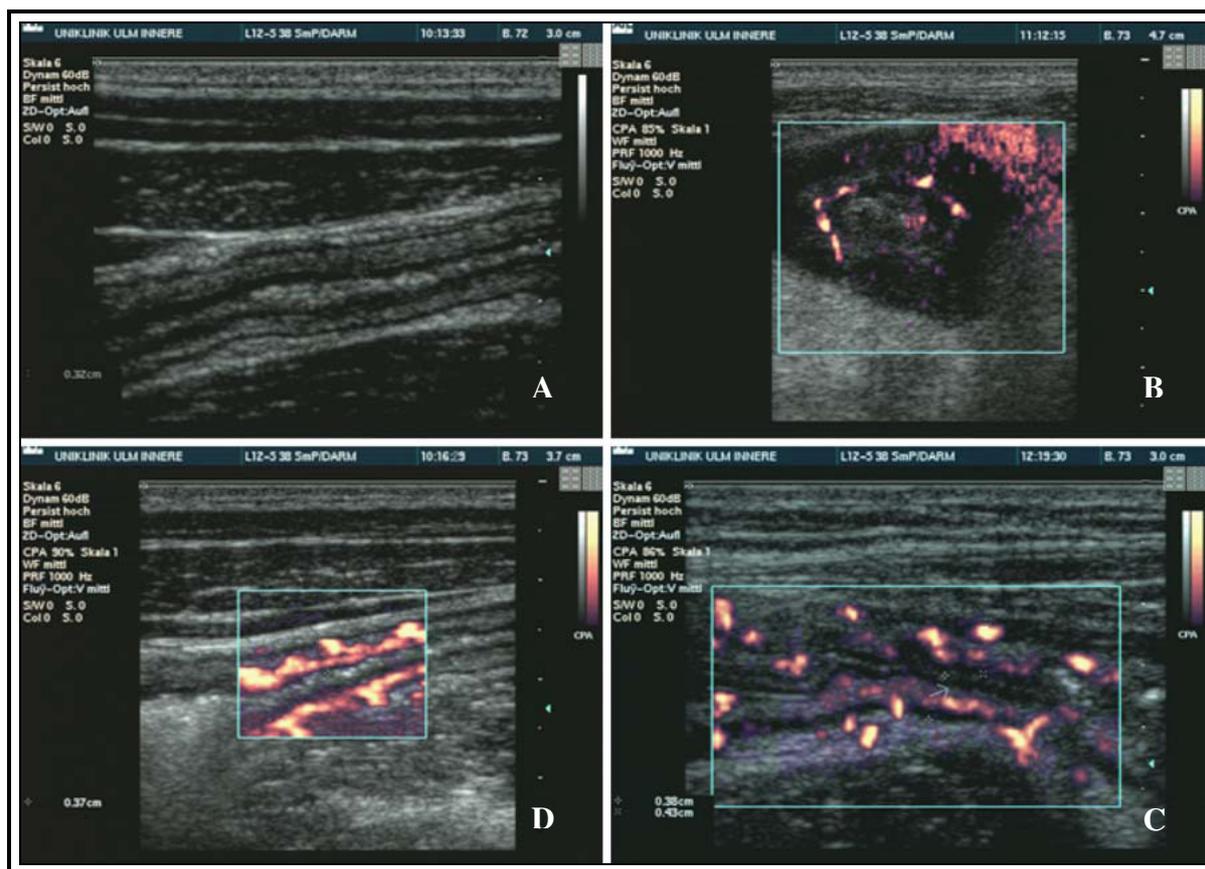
Exemplos de avaliações semi-quantitativas com eco-doppler da vascularização da parede intestinal. Segundo a classificação de Limberg, o grau 0 corresponde à ausência de espessamento da parede intestinal e sem vascularização; o grau 1 corresponde ao espessamento da parede intestinal sem vascularização (A); o grau 2 corresponde ao espessamento da parede intestinal com pequenos focos de vascularização (B); o grau 3 corresponde ao espessamento da parede intestinal com vascularização mais extensa (C); o grau 4 corresponde ao espessamento da parede intestinal com vascularização extensa que atinge o mesentério (D) (Drews et al 2009).
